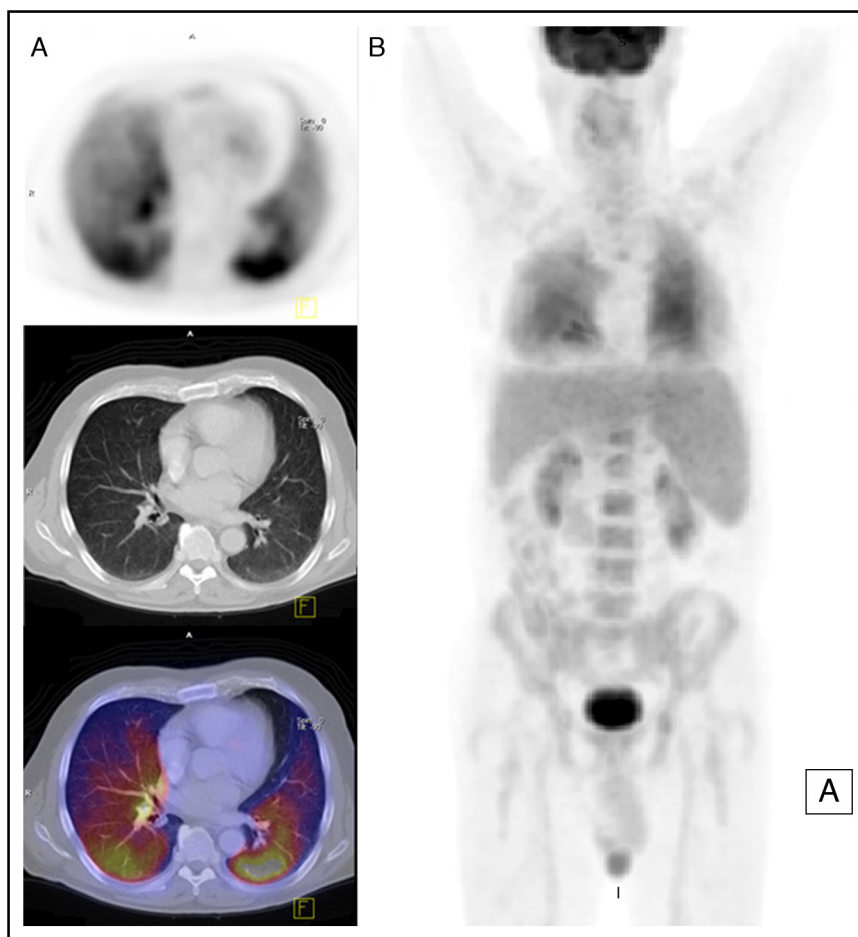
Cortes axiales (A) del pulmón en las distintas modalidades FDG PET, TC y fusión PET-TC demostrando un aumento difuso en la fijación del radiotrazador en ambos campos pulmonares con sutiles opacidades difusas en vidrio esmerilado en ambos pulmones en la TC. Reconstrucción coronal en máxima intensidad de proyección (MIP) del PET corregido (B) que muestra la captación difusa de ambos pulmones sin evidencia de otros focos de captación patológica.
